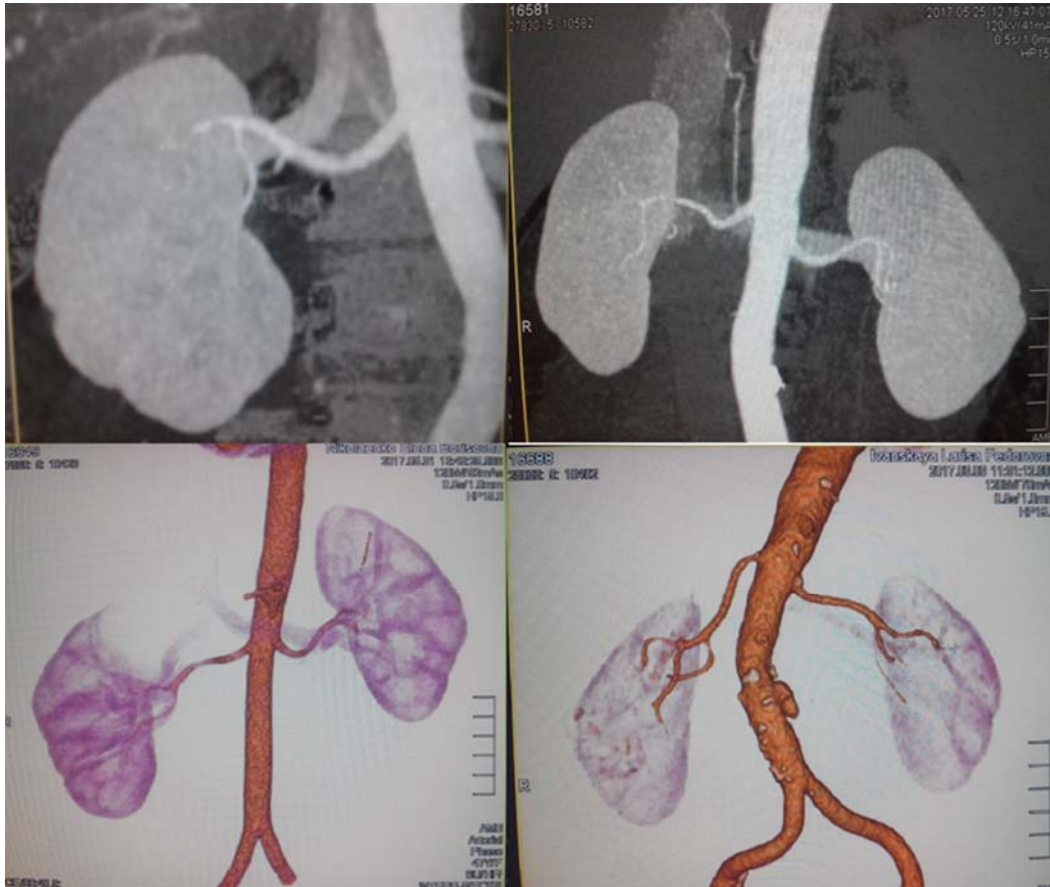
МСКТ. ОР реконструкции. Представлены хиллярные артерии
